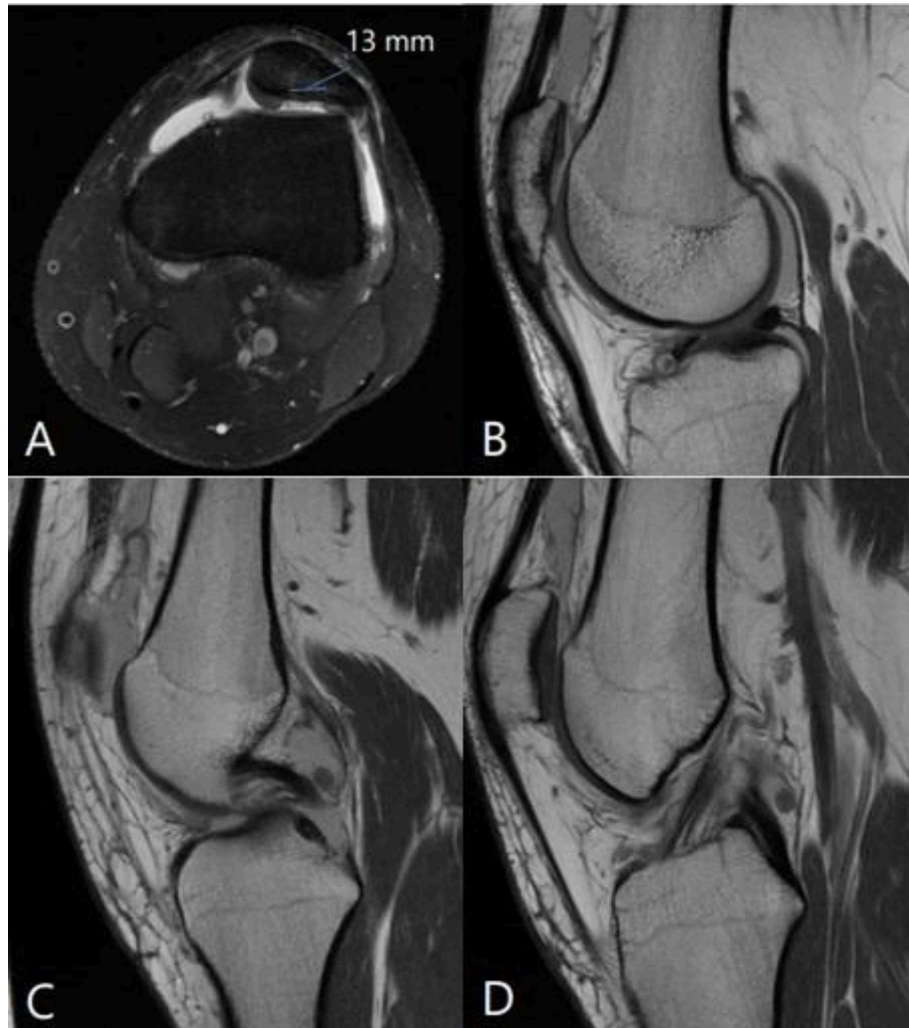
A- Axial DP FAT SAT; B a D- Sagital DP. Defecto condral de espesor completo de 13 mm asociado a edema óseo subcortical. Adyacente al borde posterior del LCP se observa imagen ovoidea, de señal similar al cartílago, interpretada como migración de fragmento condral (flechas en C y D). Fuente: FRACTURAS CONDRALES TRAUMÁTICAS DE RODILLA: EVALUACIÓN POR RM, Centro Diagnóstico Mon, 2019.
